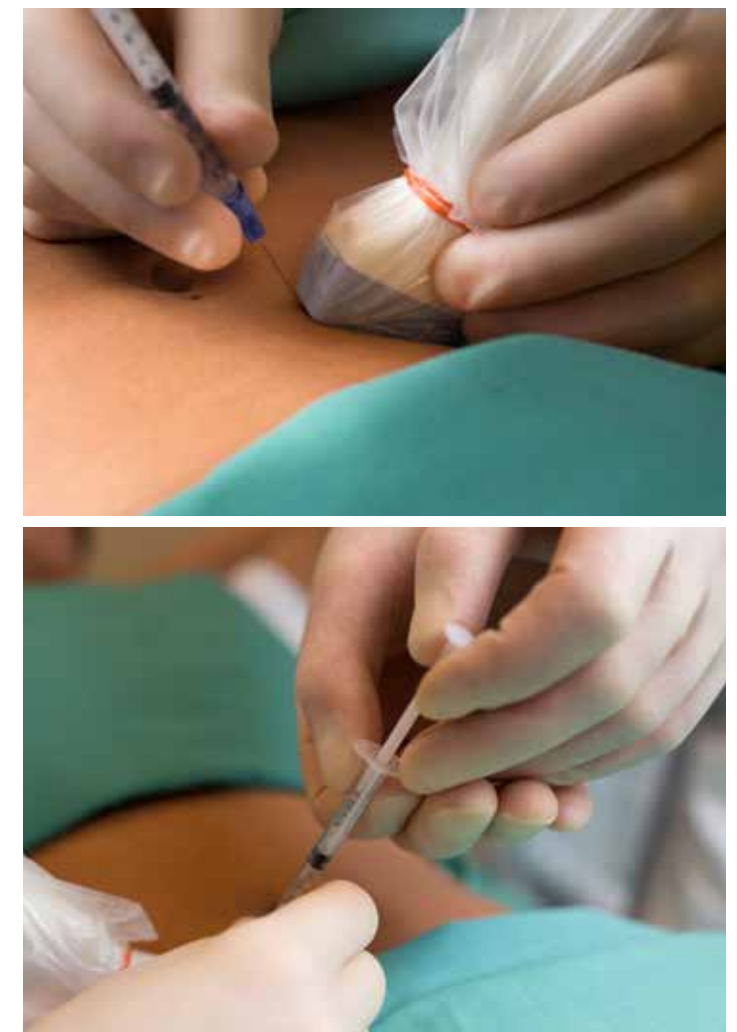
Ultralyd med fargedoppler viser tydelig hvor perforatoren går gjennom fremre rectusfascie. Kanylen holdes hele tiden i bildeplanet slik at man kan se når spissen nærmer seg perforatoren.
